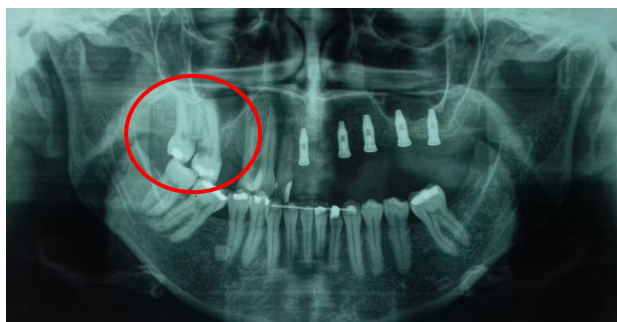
Radiografia panorâmica mostrando osseointegração dos implantes e a progressão da doença para molares superiores do lado direito.
